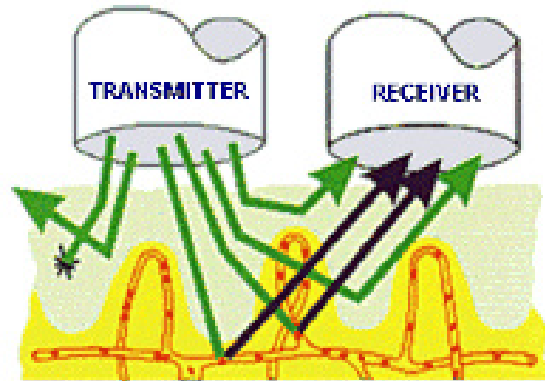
Prinzip der Laser-Doppler-Perfusionsmessung
